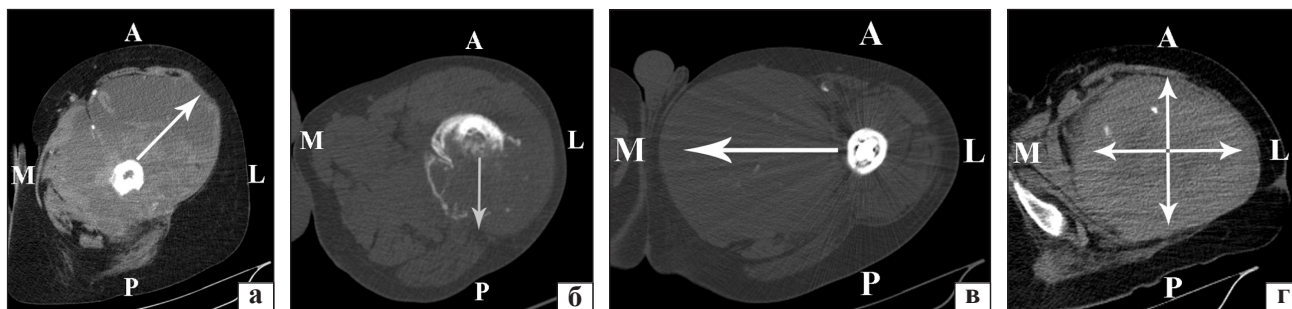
Аксиальні СКТ-скани проксимального відділу стегна з прикладами напрямків поширення позакісткового компоненту пухлини: а) передньолатеральний; б) задньолатеральний; в) медіальний; г) циркулярний
